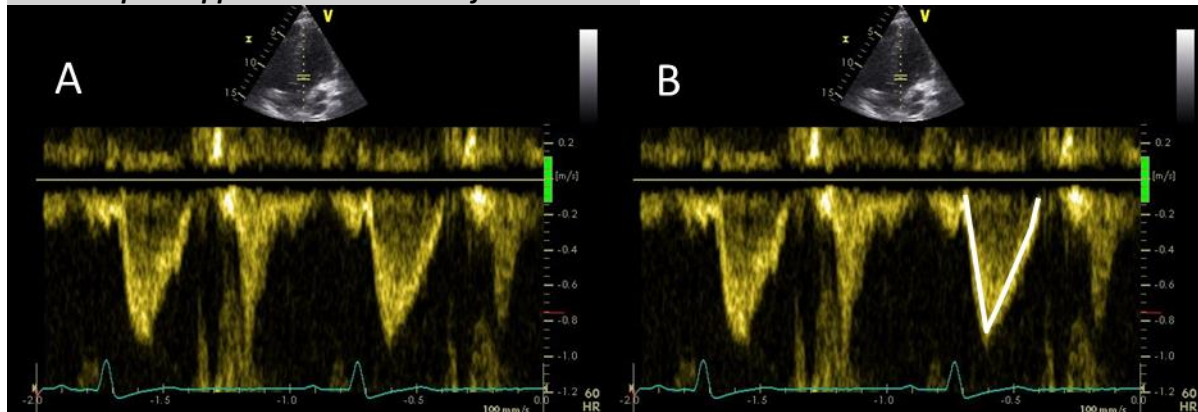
pw-Doppler LVOT (A) und Messung pw-Doppler LVOT (B)
